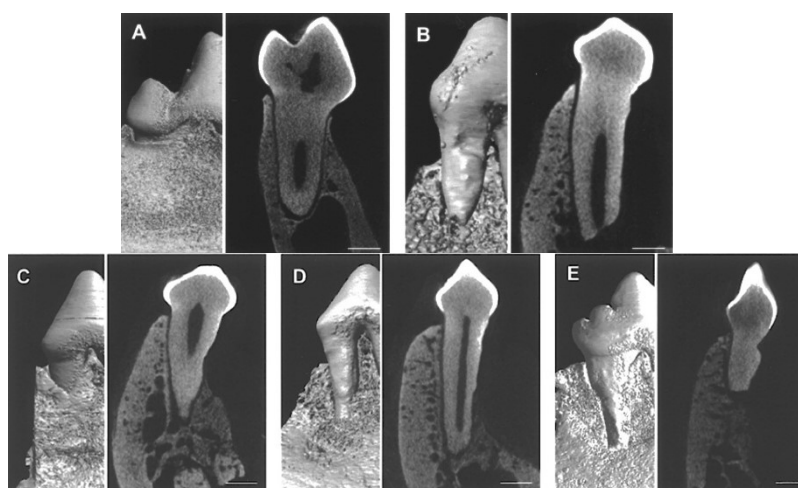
Imagens micro-CT dos resultados obtidos 8 semanas após a transplantação. A: grupo controle positivo (dente normal); B: grupo controle negativo (dente com defeito periodontal criado cirurgicamente, mas sem a transplantação de células estaminais dentárias); Observou-se nova formação óssea nos grupos de transplantes de PDLSCs (C) e DFPCs (D). O defeito do grupo DPSC (E) permaneceu quase o mesmo que o defeito observado no grupo controle negativo (B). Adaptado de (J.-Y. Park *et al.*, 2011).
